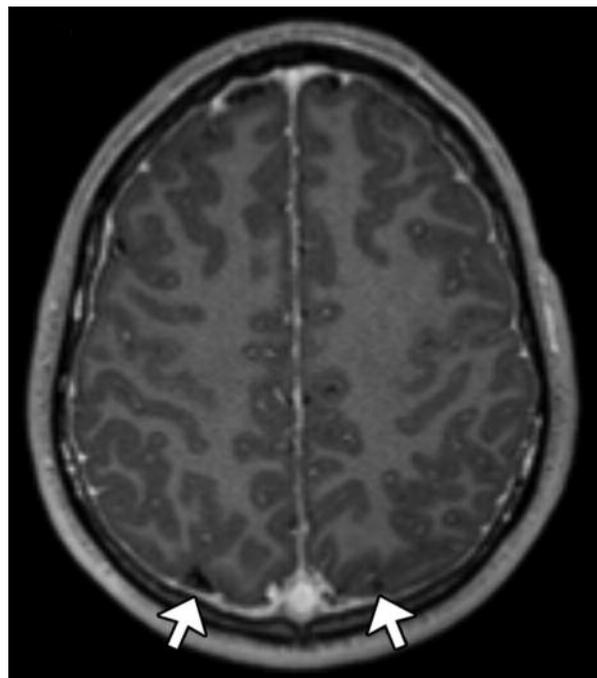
RM-CE: Reforço paquimeníngeo difuso regular
